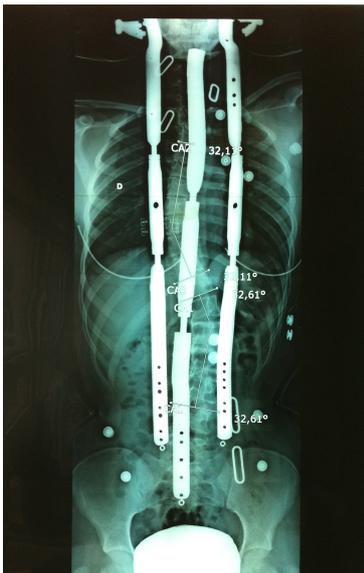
Téléradiographie du rachis de face en fin de traction, en décubitus dorsal, dans le corset de Milwaukee.
